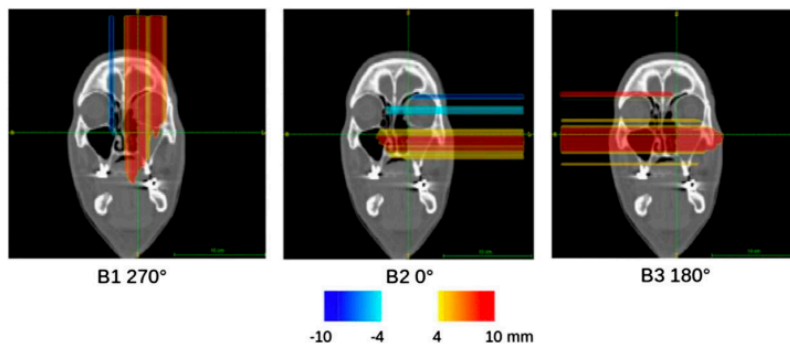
mappe di conformità relative all'analisi dell'attività per ciascun campo di fascio (B1, B2, B3) del paziente MCP, sovrapposte alla TC di pianificazione.
